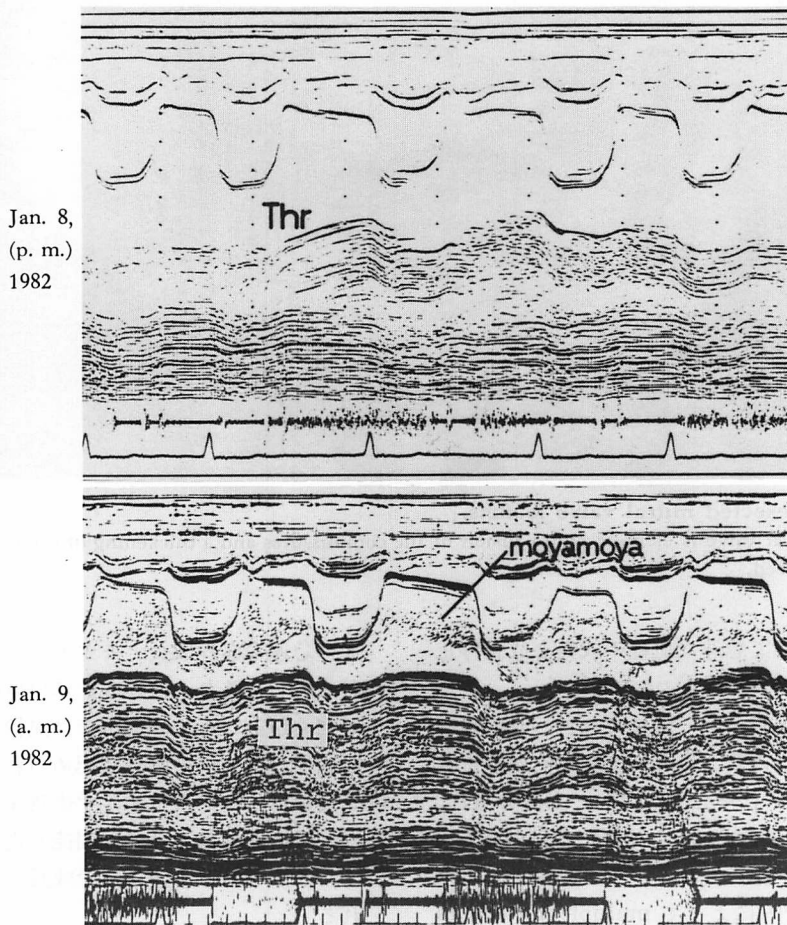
M-mode echocardiograms taken on January 8 and January 9.
